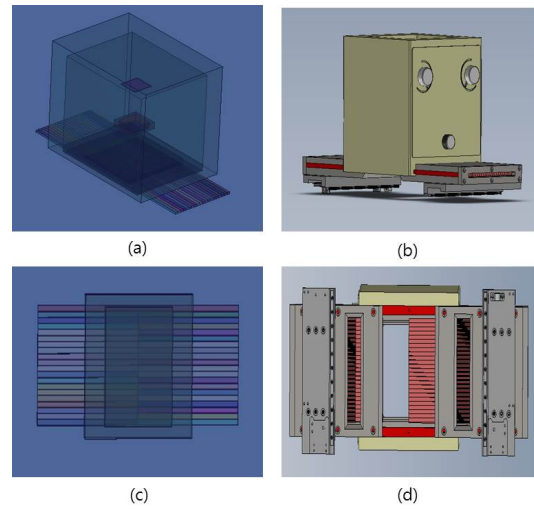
3D view of diagnostic radiography unit and Multileaf collimator in MCNPX (a),(c) and Solidworks (b),(d)
